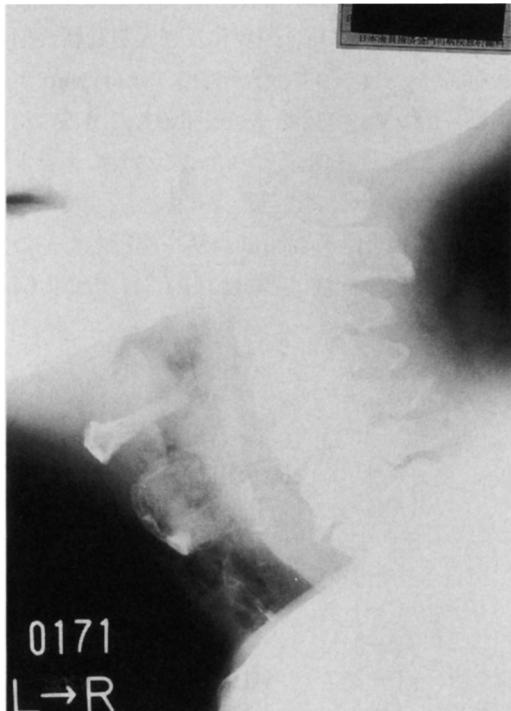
Neck X-ray showing cervical aerogenic infection.
